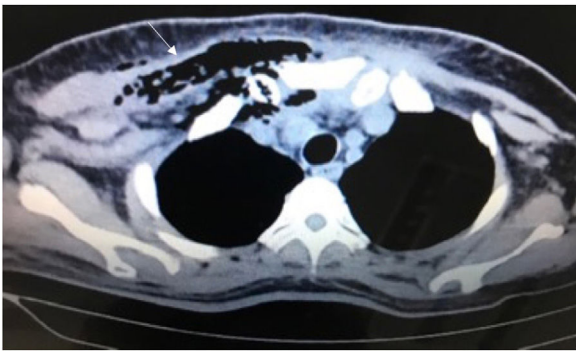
Corte axial de tomografía con evidencia de mediastinitis. La flecha señala la presencia de gas y una colección mediastínica.
